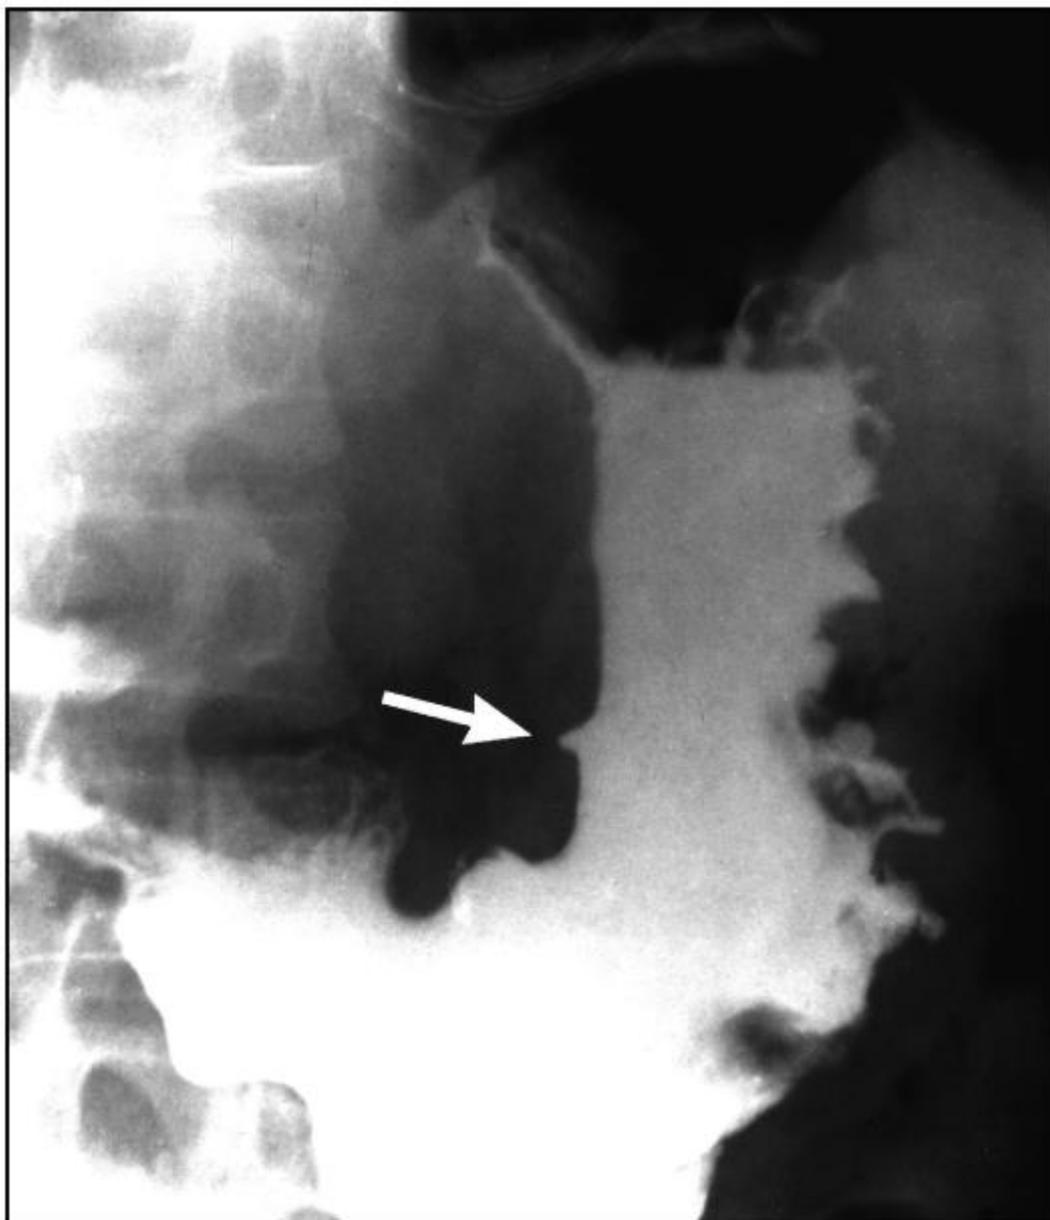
Рентгенограмма желудка. Язва тела желудка (стрелка)
